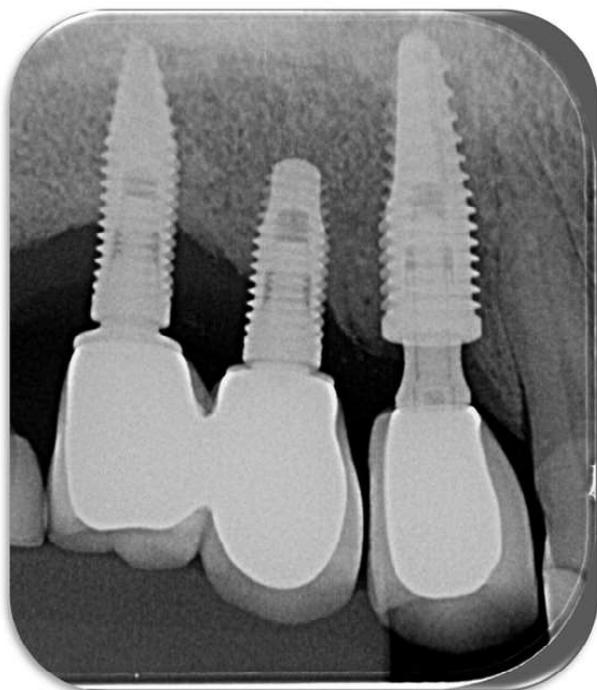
Radiografia final após 90 dias da acompanhamento.
